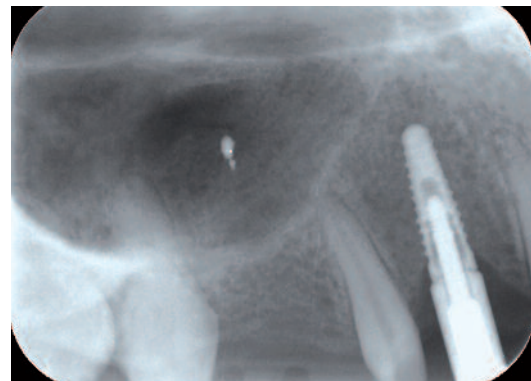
Contrôle radiographique.
